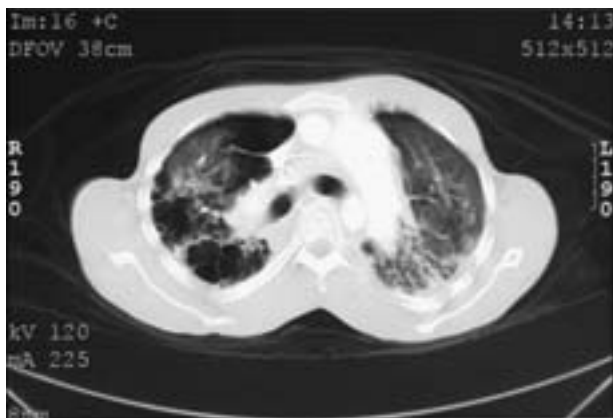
La TC toracica conferma la presenza di bolle, alterazioni diffuse a “vetro smerigliato”, alterazioni nodulari interstiziali e pinzettature pleuriche.
